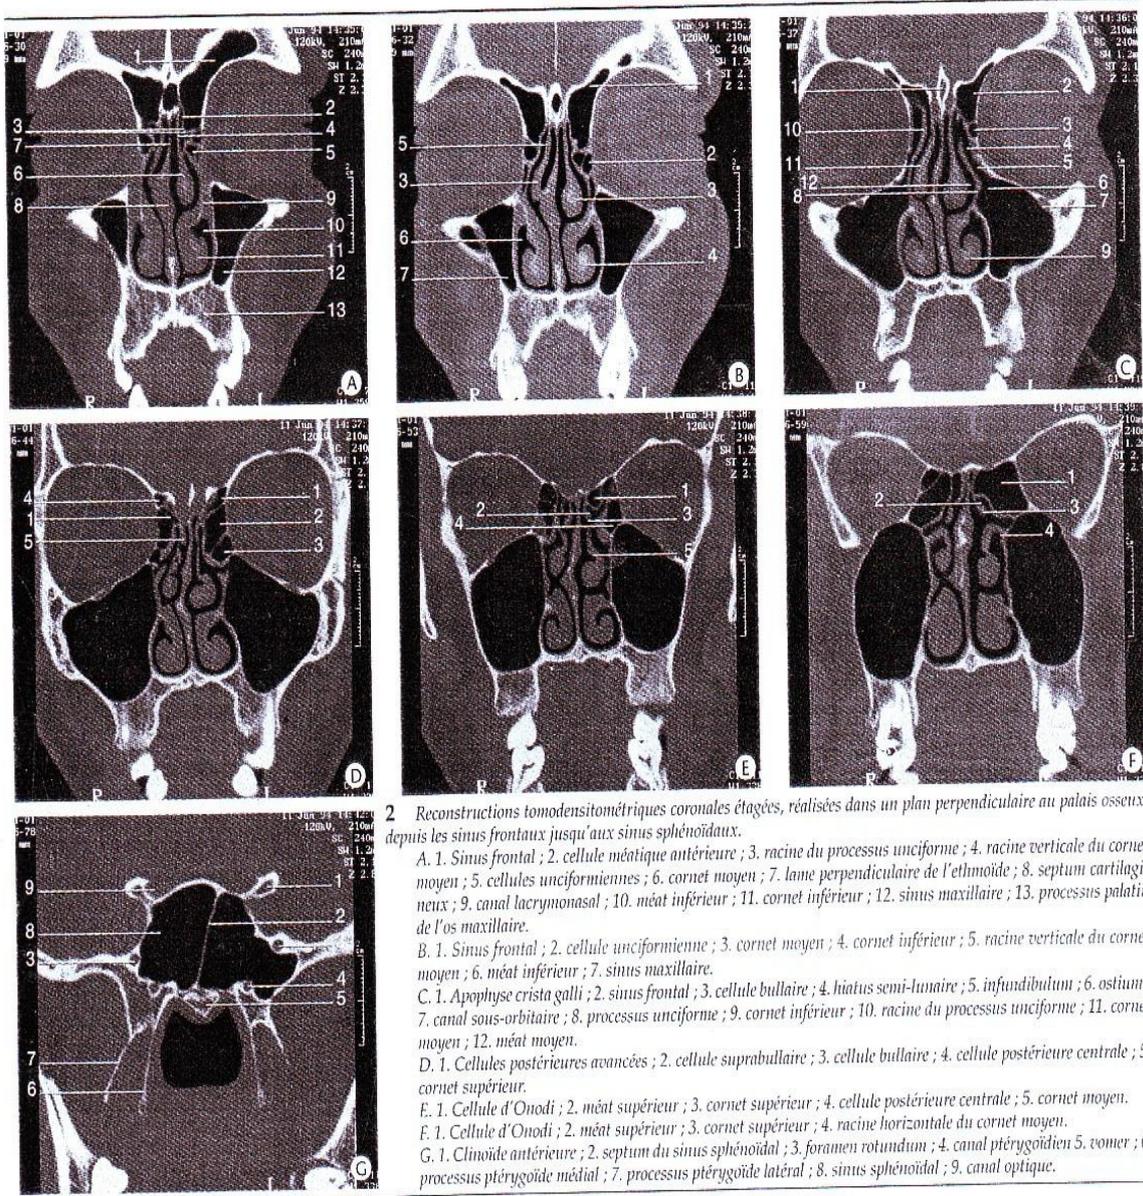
reconstructions TDM coronales étagées, réalisées dans un plan perpendiculaire au palais osseux depuis les sinus jusqu'aux sinus sphénoïdal (20).
